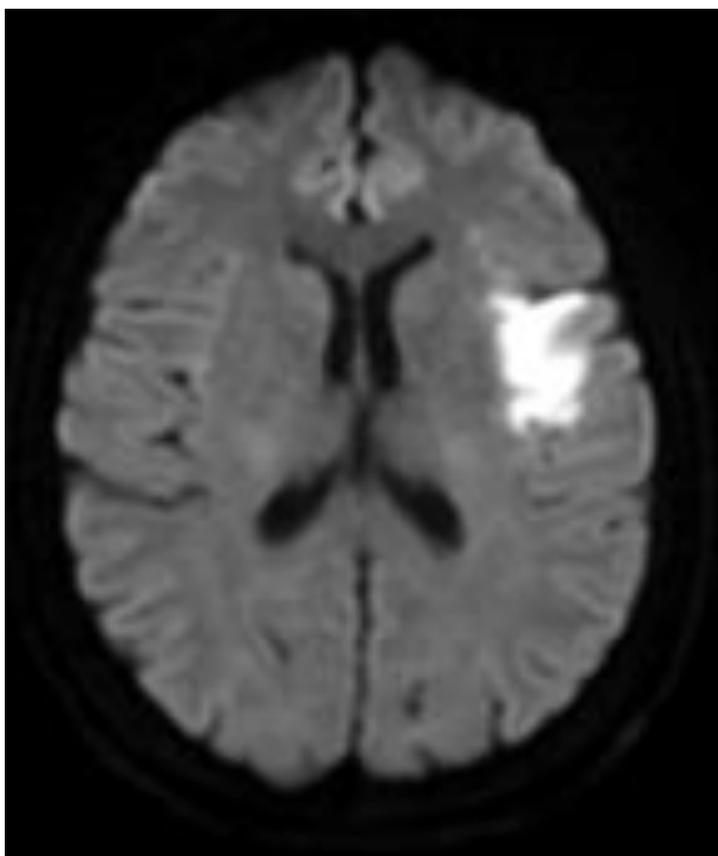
Магнитно-резонансная томография головного мозга пациента Н. после АКШ (история болезни 3524/A19)
